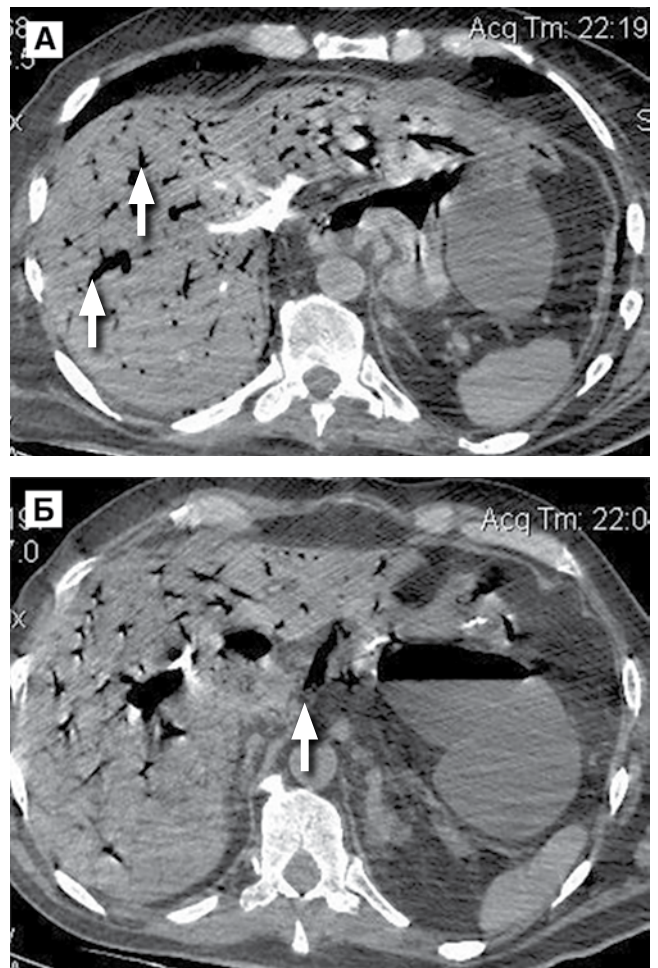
МСКТ грудной клетки в зоне сканирования в печени: визуализируется большое количество воздуха в системе воротной вены (А), также воздух выявляется в мелких венах желудка (Б)
